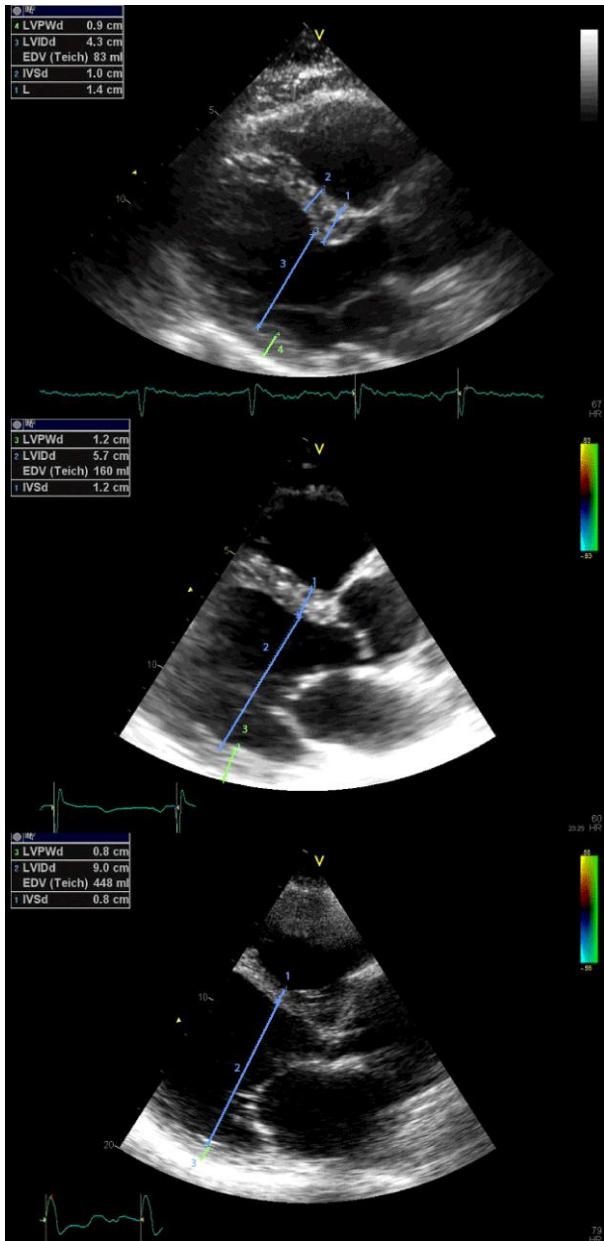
zeigt den Durchmesser des linken Ventrikels sowie des basalen und mittleren septalen Bereichs in der parasternalen langen Achse. Von oben nach Unten typischer SB, gleichmäßig hypertrophes Septum, Normalbefund.
